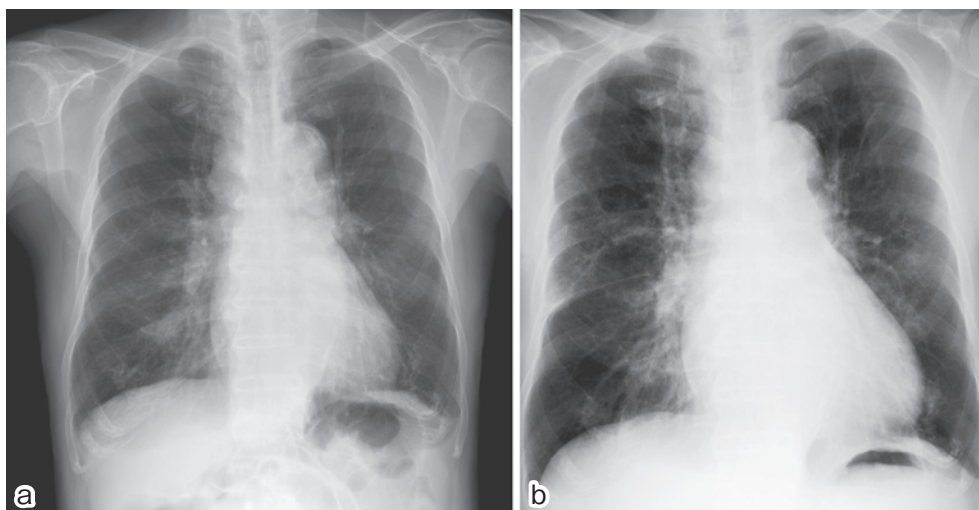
(a) '11年6月(初診時)の胸部X線写真:右側上縦隔の拡大を認める。(b) '10年6月(前医で肺炎で入院時)の胸部X線写真:右中下肺野に浸潤影,心拡大を認め,すでに右側上縦隔の拡大を認めていた。
